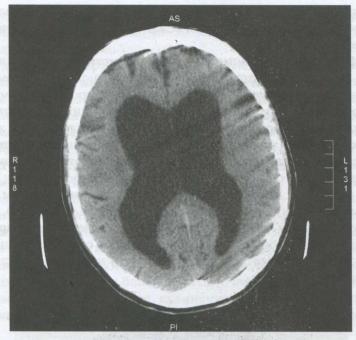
Рентгеновская КТ головы. Выраженная степень внутренней гидроцефалии (увеличение размеров желудочков мозга)
